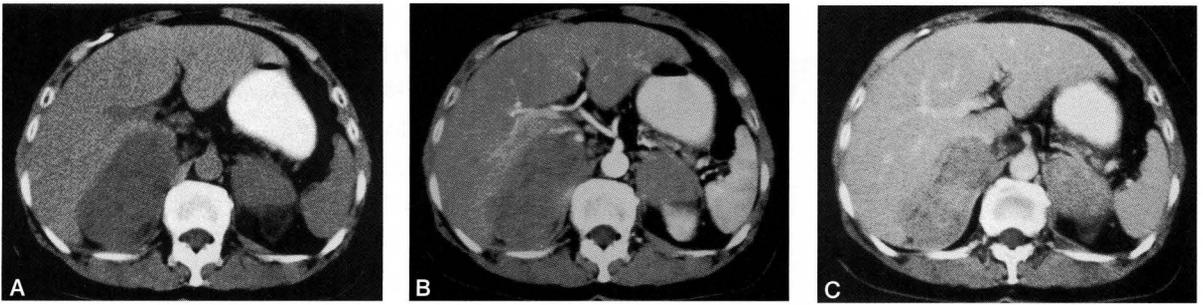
腹部CT。A:単純CT。両側副腎に内部比較的均一な腫瘍を認める。B:造影CT(早期相)。両側副腎腫瘍内部はわずかに造影されている。C:造影CT(晩期相)。大きさの割に内部は比較的均一である。
